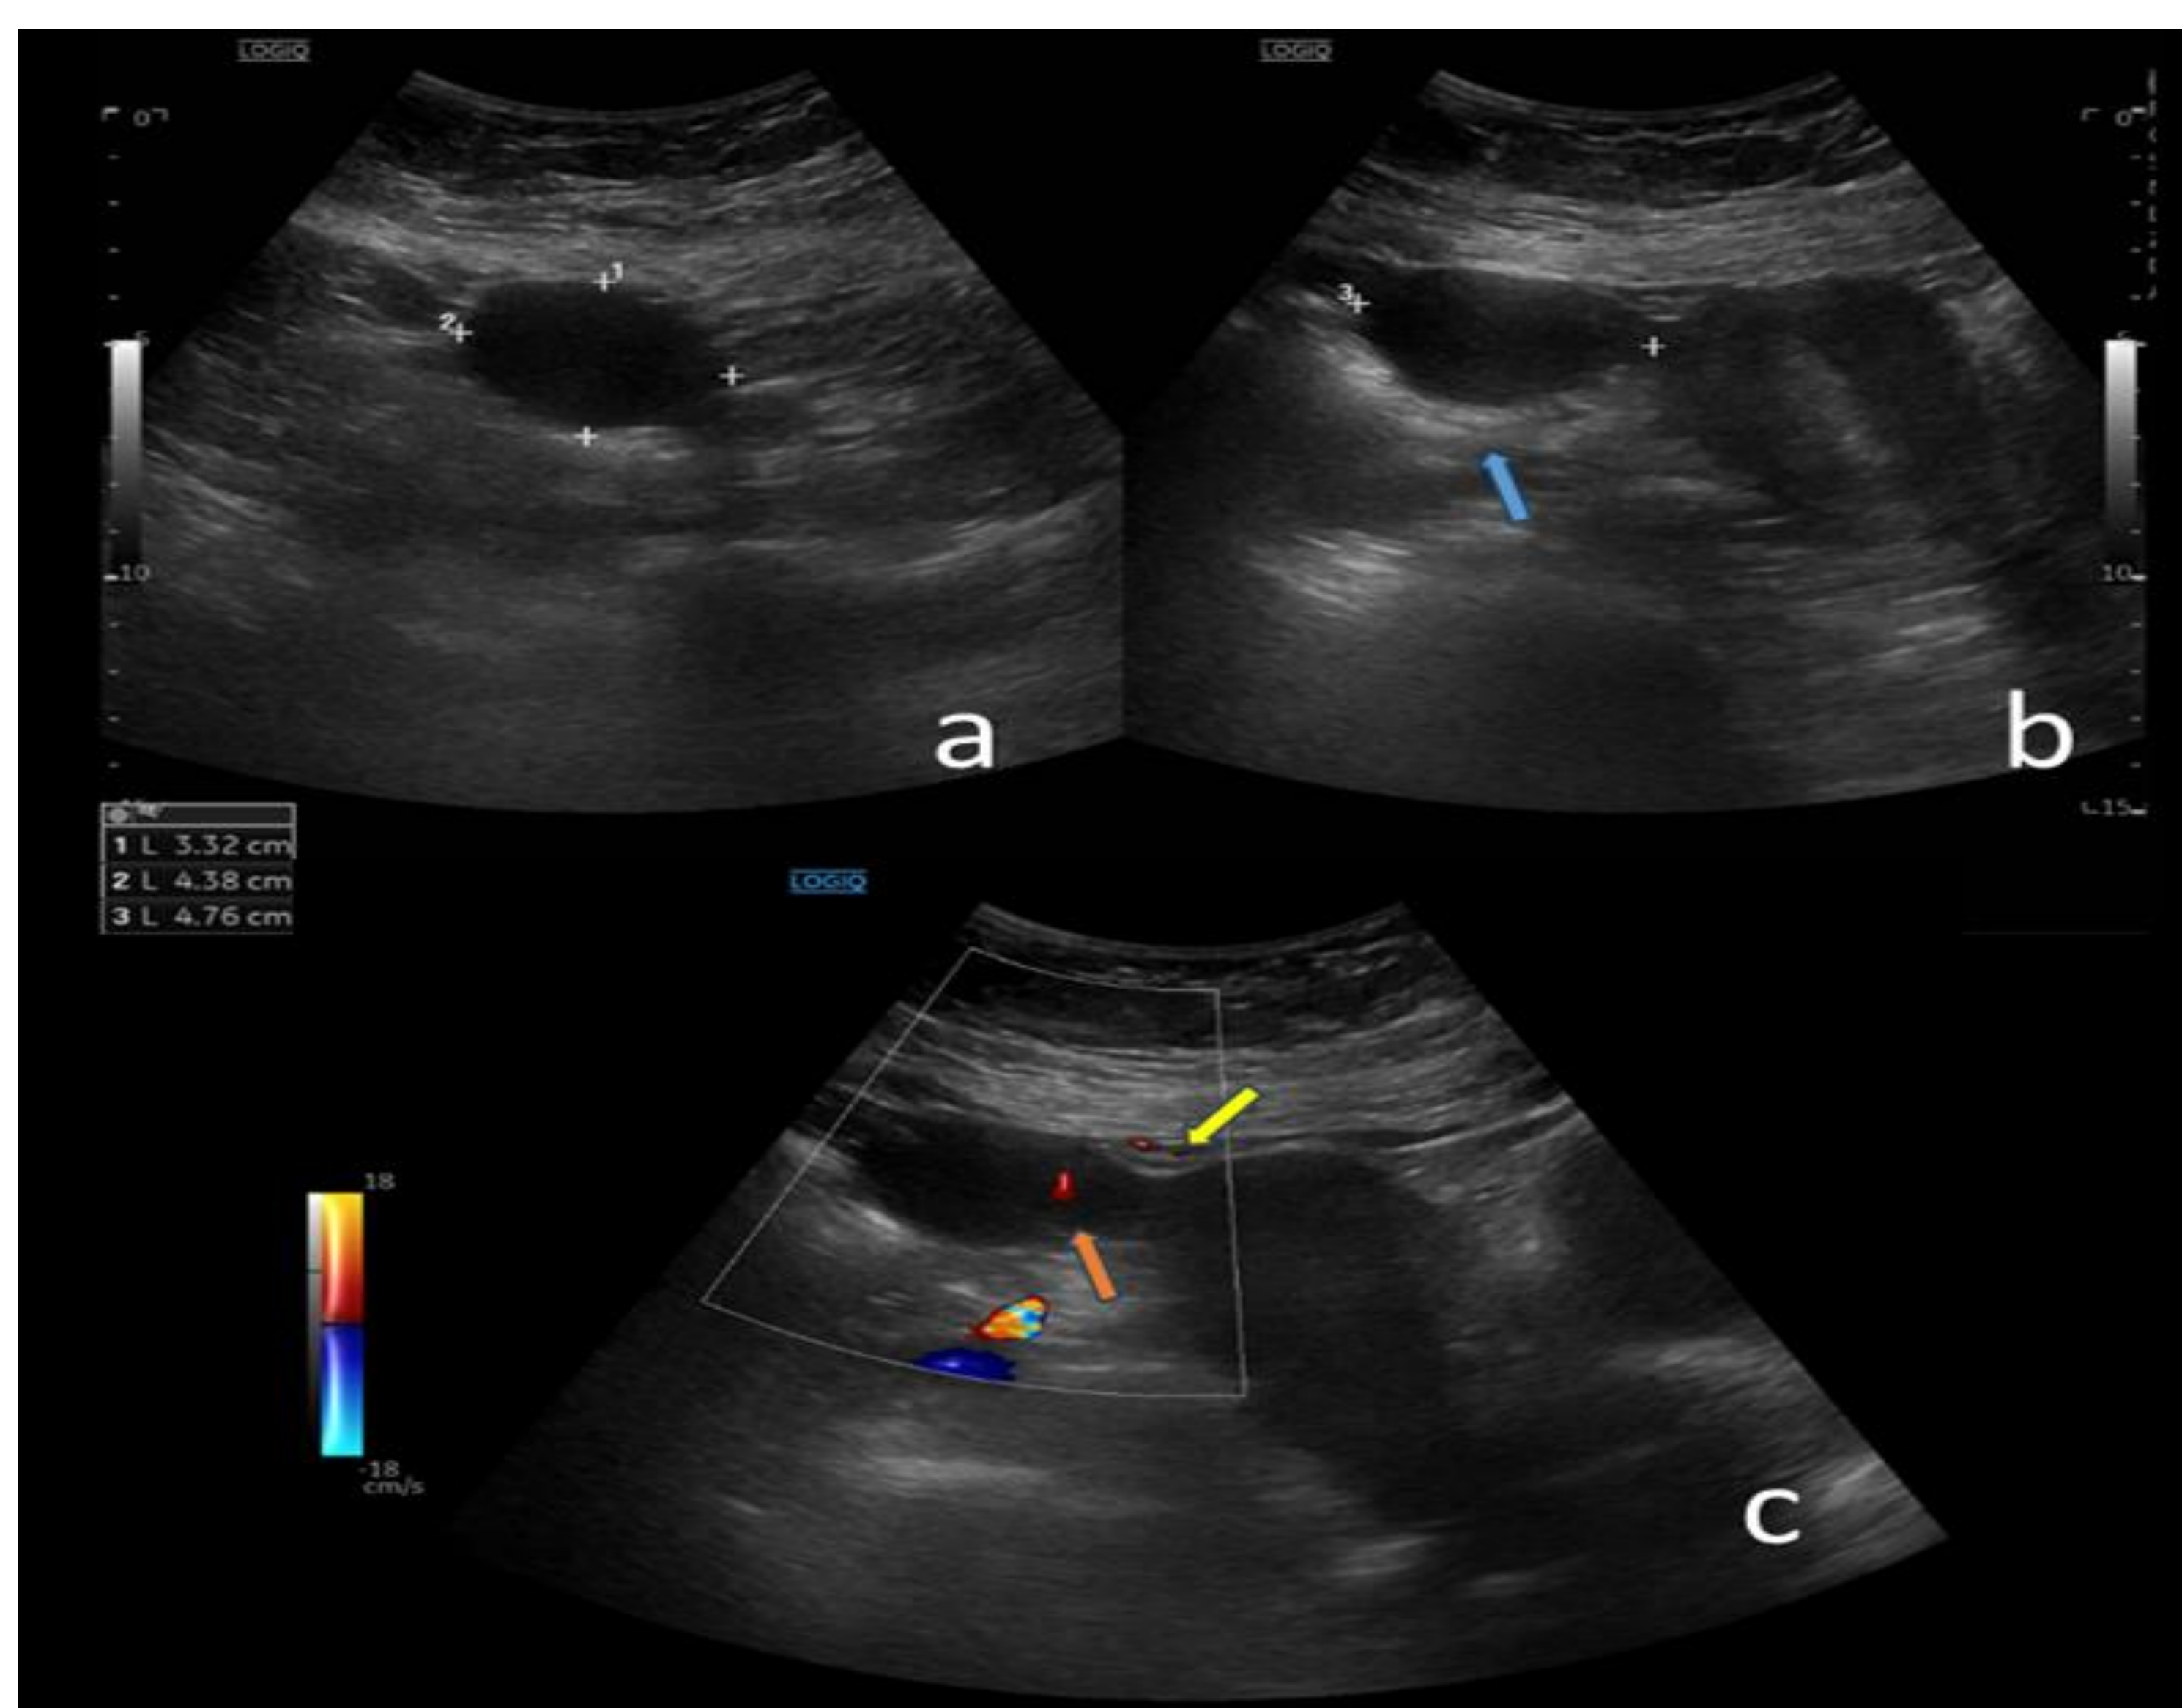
Paciente femenina de 35 años con dolor en FID y signos de irritación peritoneal. En la ecografía se observa una estructura redondeada de contenido levemente hipoecogénico, ecos en su interior (a, b) y refuerzo acústico posterior (flecha azul), el cual se comunica con la vertiente lateral derecha del fondo uterino (c, flecha amarilla) y presenta vascularización periférica en el modo Doppler (flecha naranja), sugestivo de quiste hemorrágico. *Servicio de Radiodiagnóstico, Hospital Universitario Príncipe de Asturias, Alcalá de Henares – Madrid, España, 2024.*
